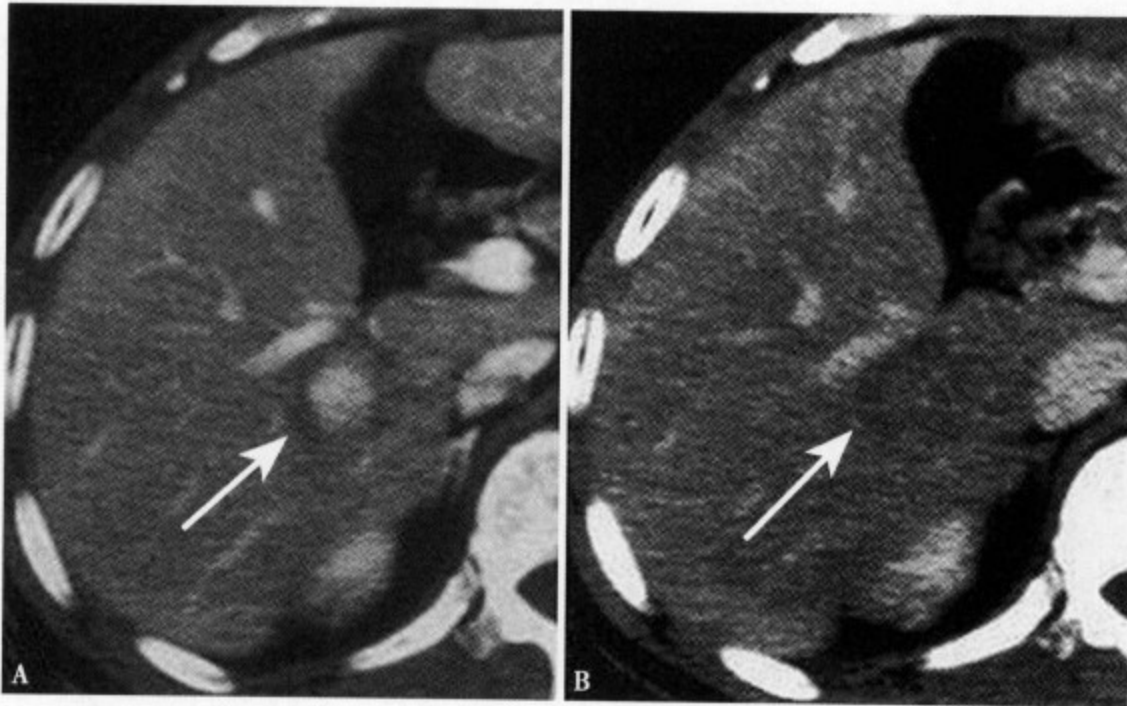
增强 CT 动脉期 (A) 于圆形低密度灶内可见结节样强化的高密度灶, 平衡期 (B) 整个病灶呈稍低密度区
